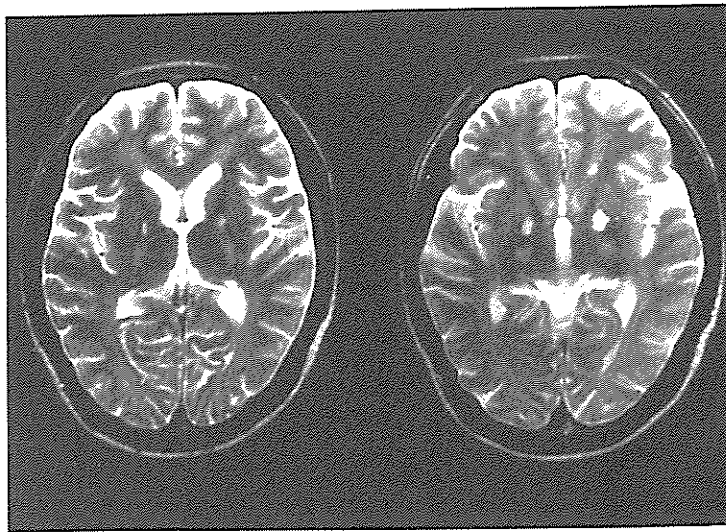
症例のMRI-T₂強調画像、両側淡蒼球の高信号域が見られる。
